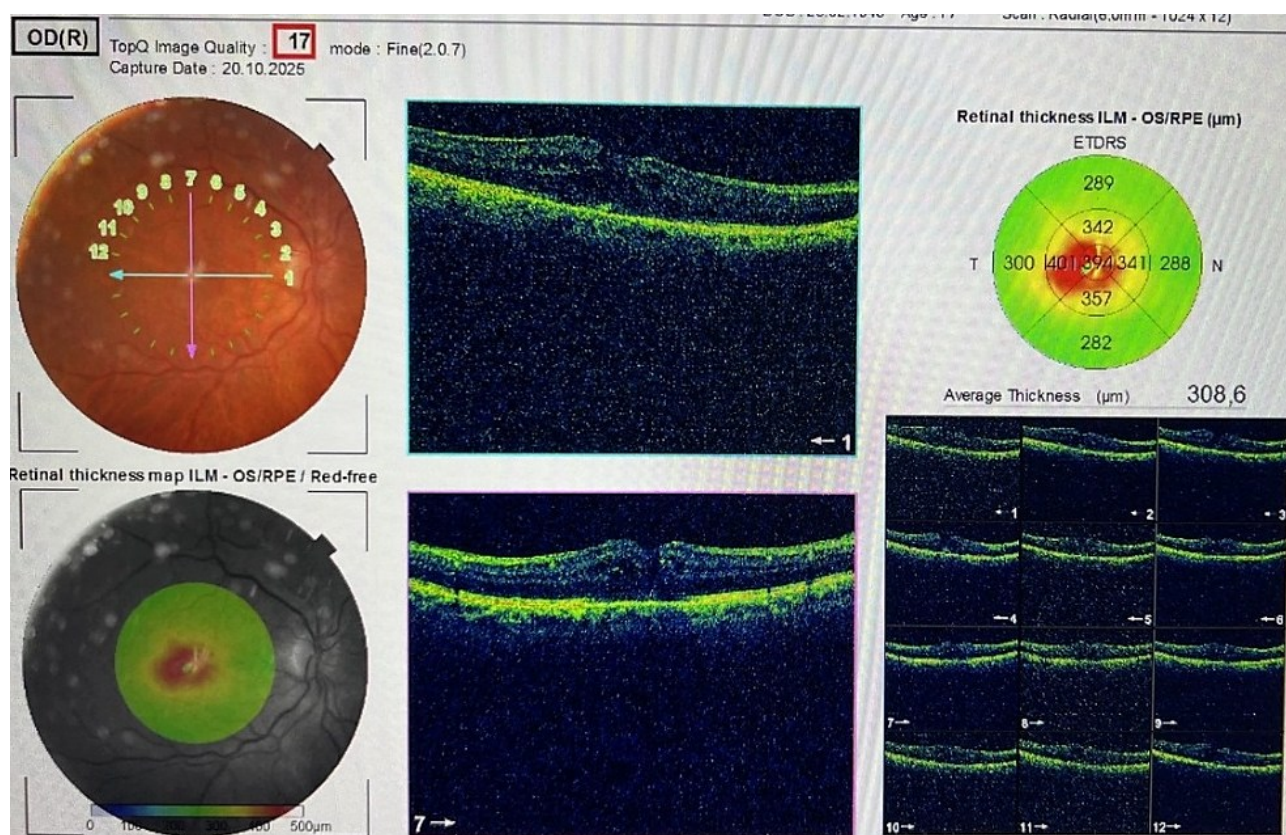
Томограмма сетчатки при макулярном синдроме через 2 недели (394 мкм)
